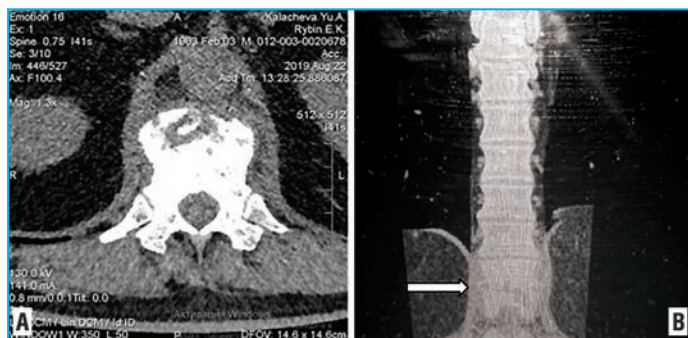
Компьютерная томограмма грудного отдела позвоночника от 22.08.2019: А — аксиальный срез; Б — фронтальная проекция (стрелка указывает на зону деструкции). Определяются снижение высоты тел позвонков Th12 и L1, деструкция смежных замыкательных пластинок
